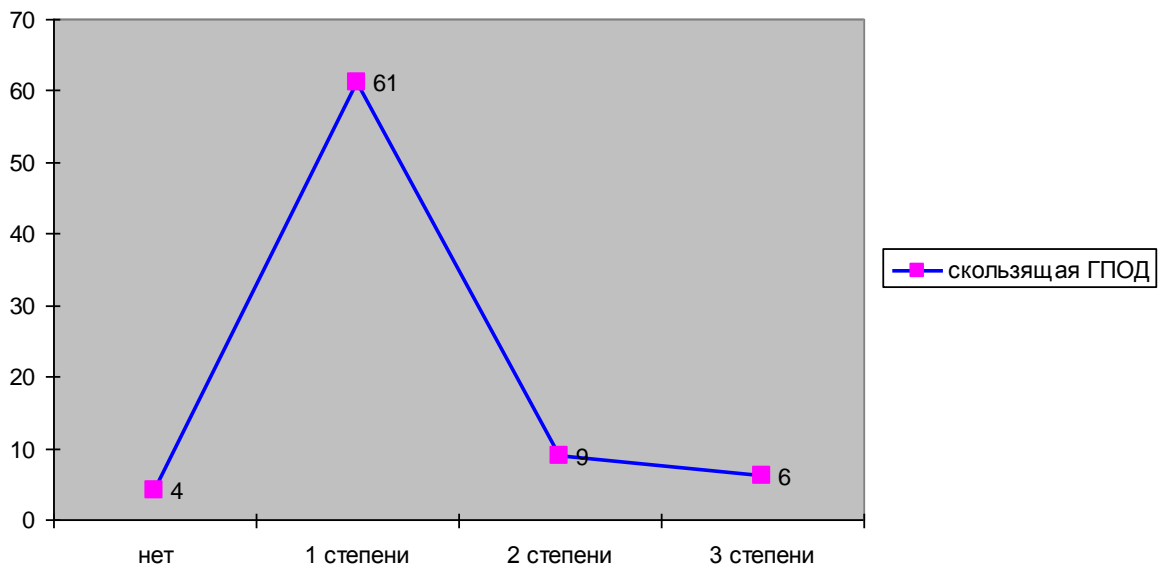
Рентгенологические признаки СГПОД у больных при консервативном лечении
